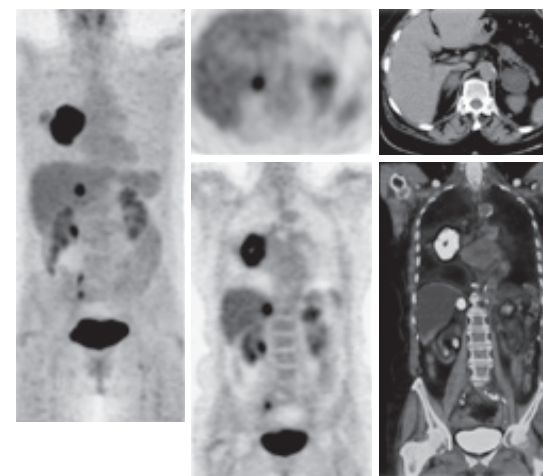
Adenokarcinom desnega zgornjega režnja z dokazanim zasevkom v normalno veliki bezgavki s povišanim kopičenjem FDG (SUV 6,1). A. CT s kontrastom i.v., B. PET/CT.
